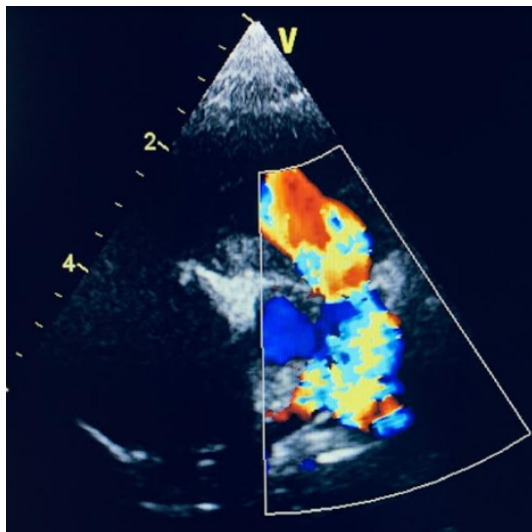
Ecocardiografía 2D: Hipertrofia concéntrica biventricular (predominio izquierdo). Defecto del tabique interatrial ostium secundum: 4.5 mm de diámetro.
